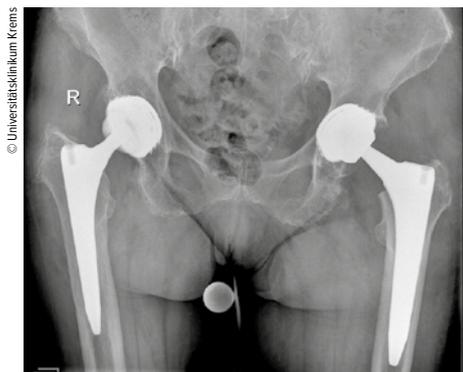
Anhand einer konventionellen Röntgenaufnahme können Hinweise für eine Glutealinsuffizienz erkennbar werden, so z. B. Lockerung der Prothesenkomponenten und Fehlpositionen der Implantate. Mangelnde Rekonstruktion des Pfannenrotationszentrums; Fehlposition oder Größenauswahl des Schaftes mit resultierendem zu geringem oder erhöhtem femoralem Offset. Daraus können Abduktionsschwächen resultieren
